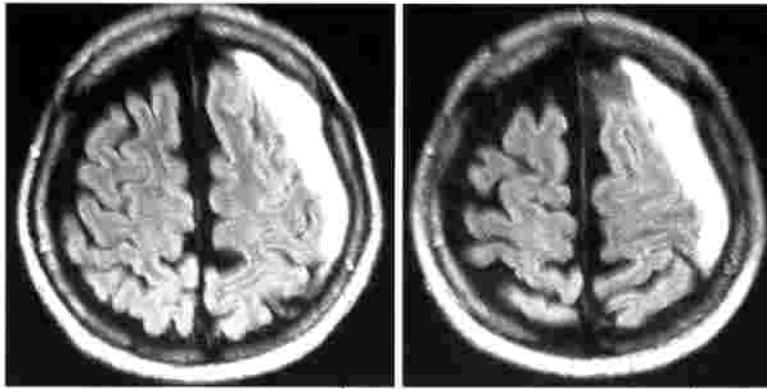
Resonancia magnética cerebral inicial. Se observa el hematoma subdural crónico izquierdo.
